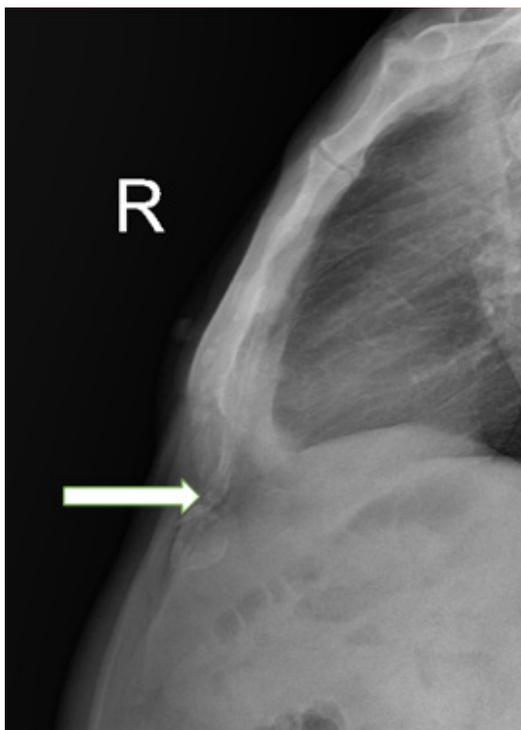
Рентгенограмма грудной клетки (боковая проекция)
